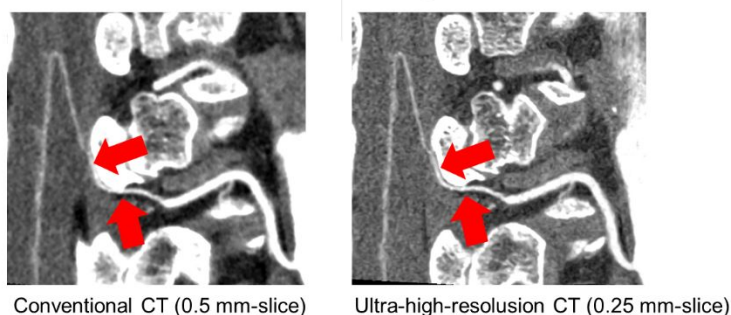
従来型 CT と超高精細 CT で撮影した Adamkiewicz 動脈
